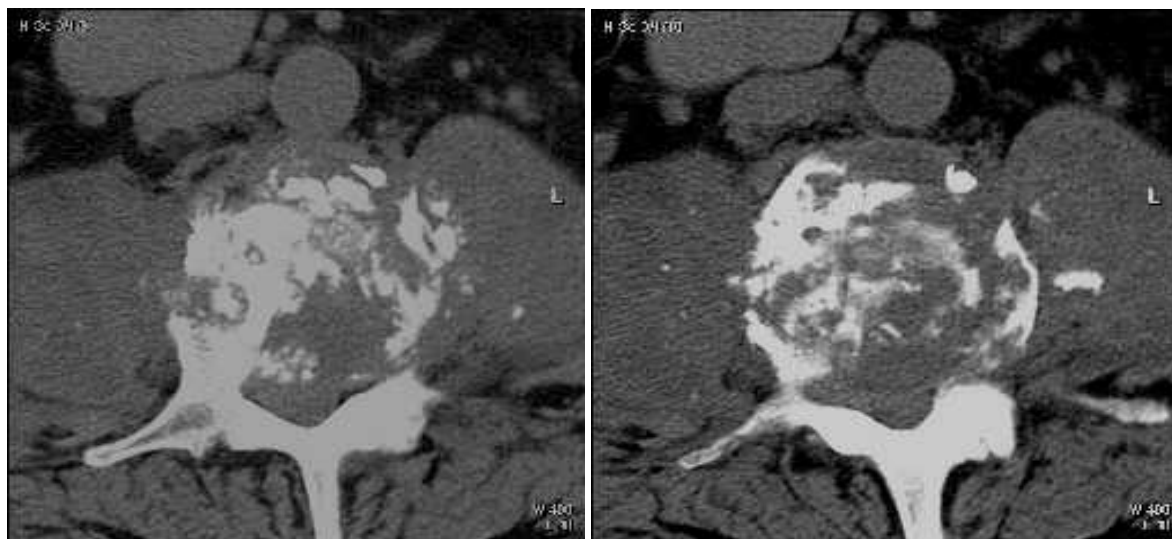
Поперечные срезы КТ. ТС L 2–3. Тела L2–3 полностью разрушены, деструкция переходит на оба основания дуги. Секвестры в превертебральной области и эпидуральном пространстве. Паравертебральные ткани инфильтрированы, контуры четкие. Двусторонние многокамерные «псоас-абсцессы» с обызвествлениями, плотностью 30–35ЕН. В позвоночном канале граница инфильтрации не видна (45–50ЕН)
